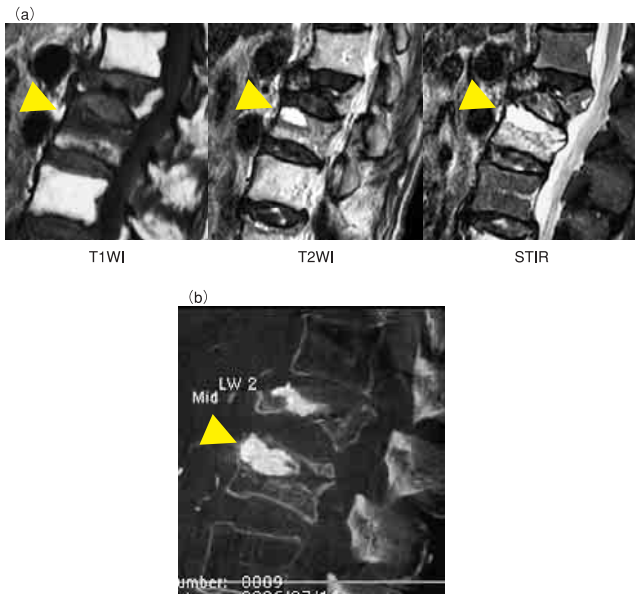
術前MRI (a) とPVPでの骨セメントの分布 (b). 症例68歳, 女性. 術前MRIではT2WIで強度の高信号域 (Fluid filled cleft) の存在が認められた. 骨セメントの分布はその信号域とほぼ一致した.
